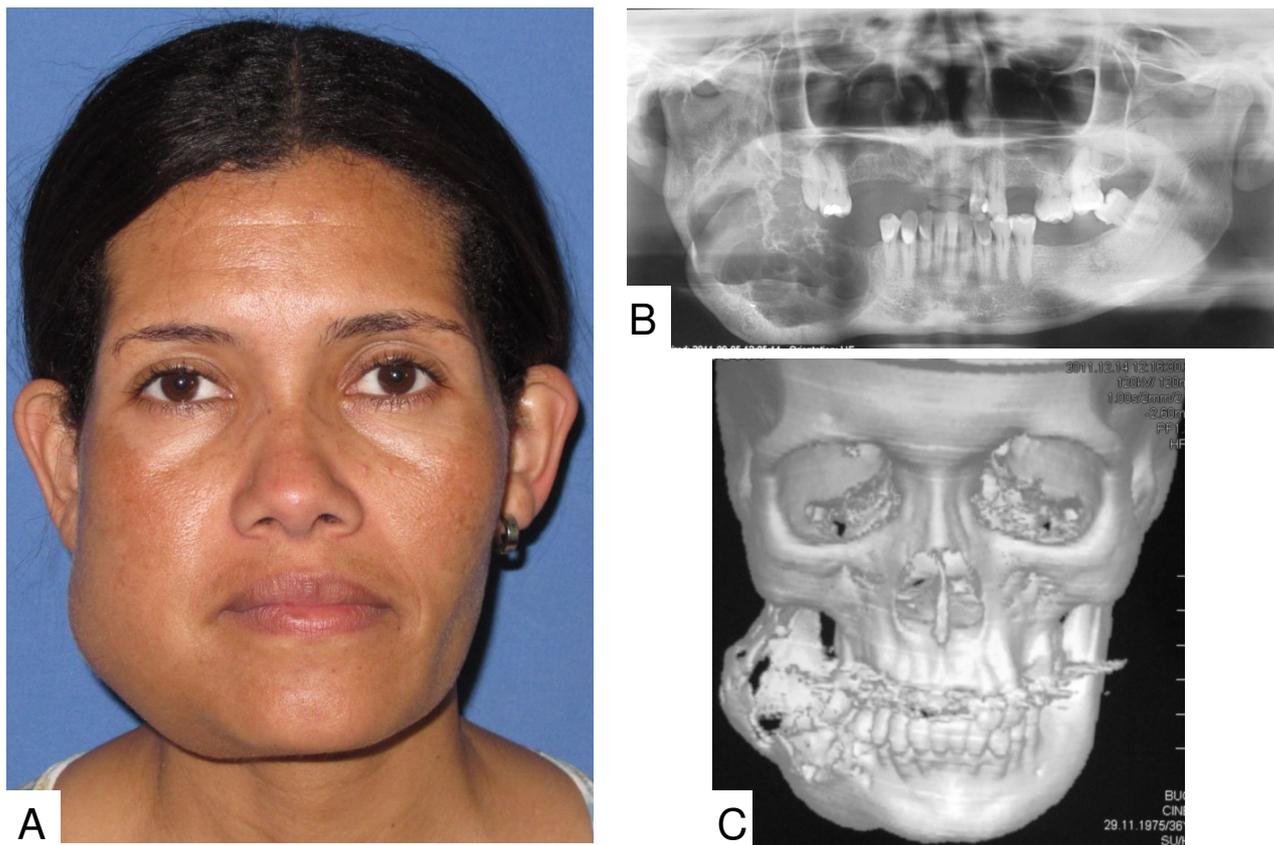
Aspectos pré-operatórios. A: Extraoral. B: Radiografia panorâmica. C: Tomografia computadorizada.
